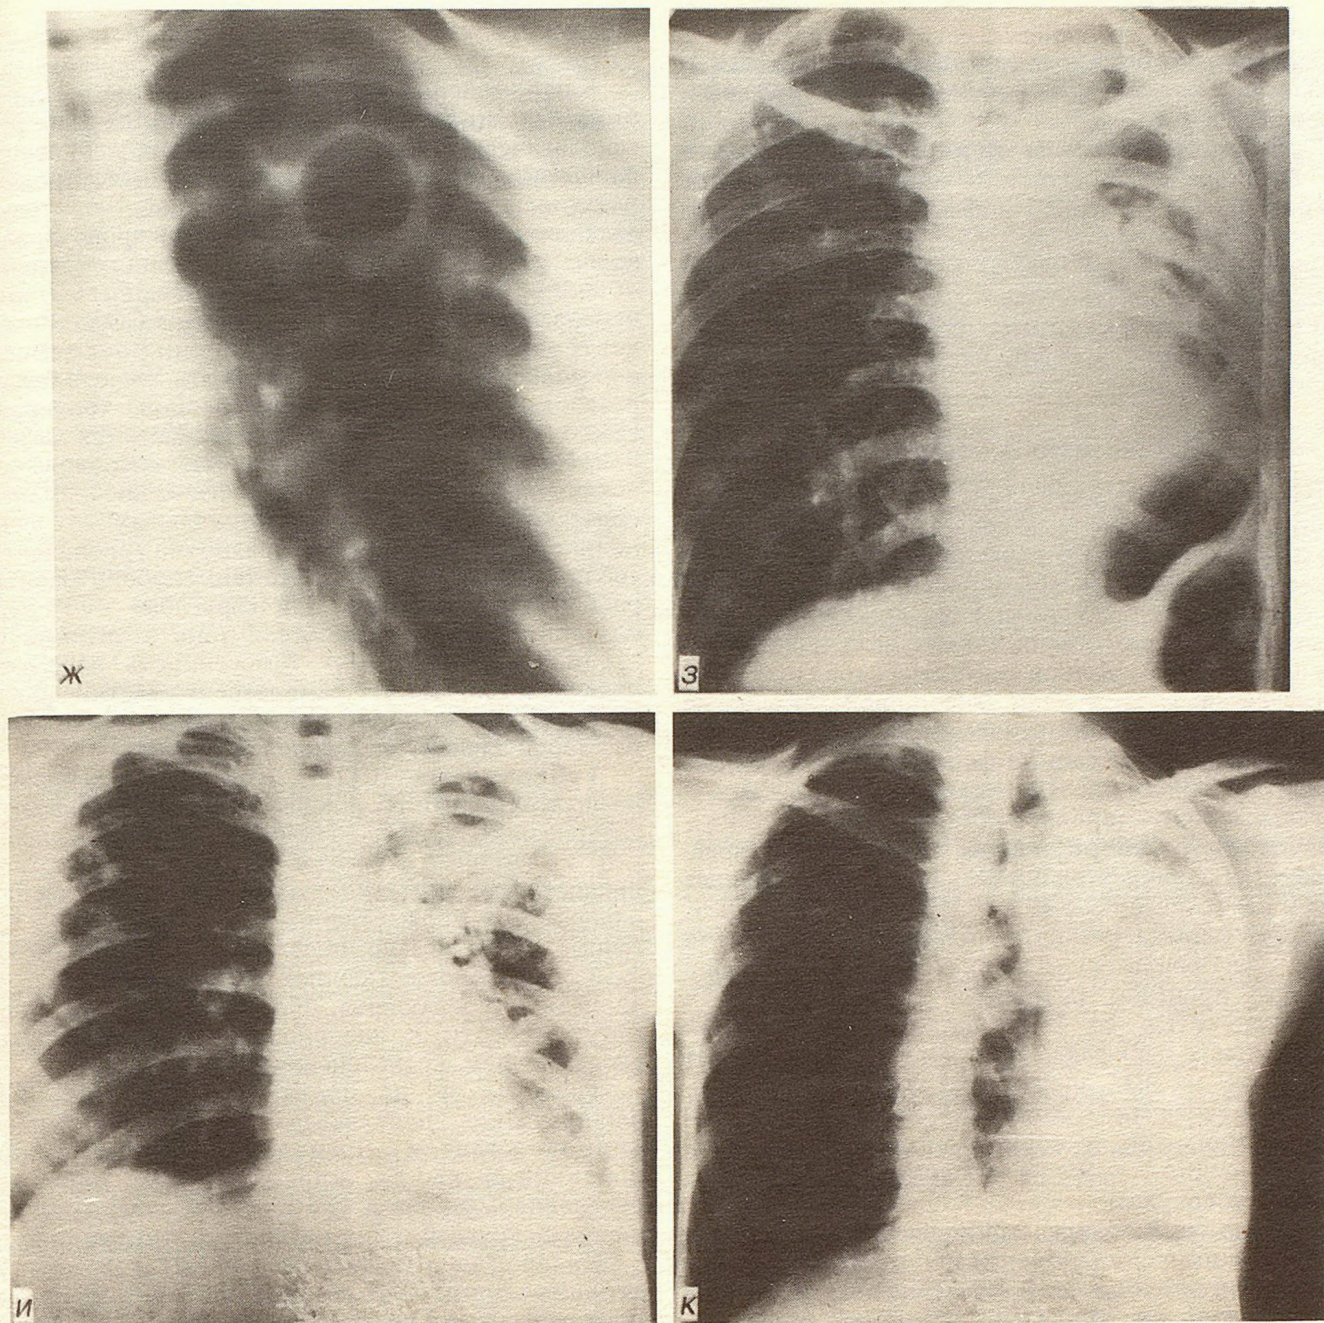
Рентгенологическая характеристика форм легочного туберкулеза.
